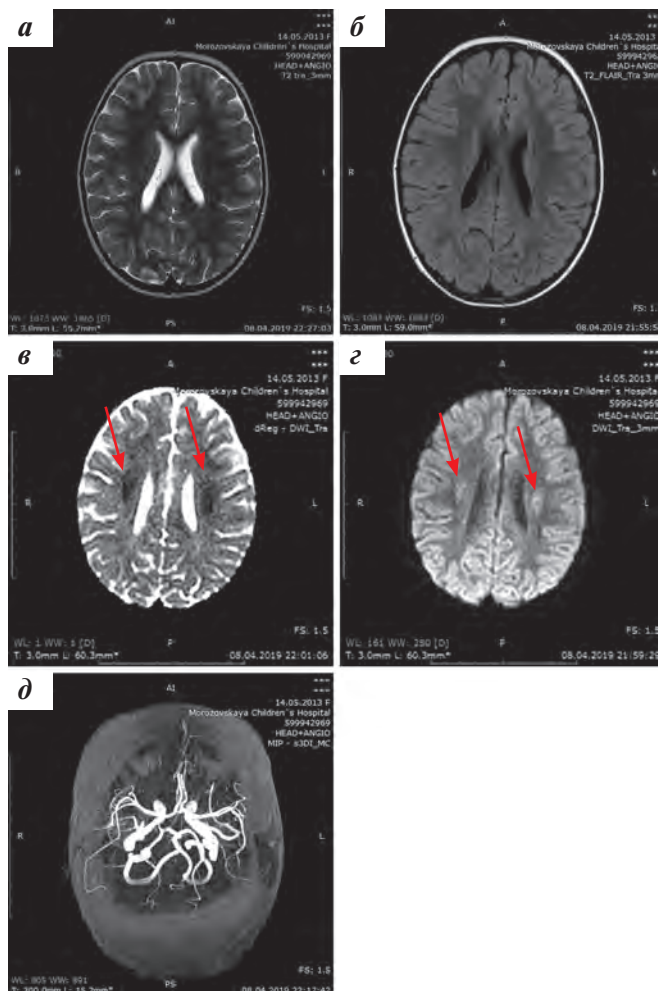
МРТ головного мозга от 08.04.2019 на 13-е сутки после введения HD MTX: в аксиальной проекции в режимах T2 (а), FLAIR (б) и ДВИ – $b = 1000$ (в), с ангиографией с соответствующим ИКД (г) и TOF 3D (д). МР-признаки цитотоксического отека в семиовальных центрах с 2 сторон (указаны стрелками). При ангиографии в режиме TOF 3D данных за артериальный тромбоз не получено
